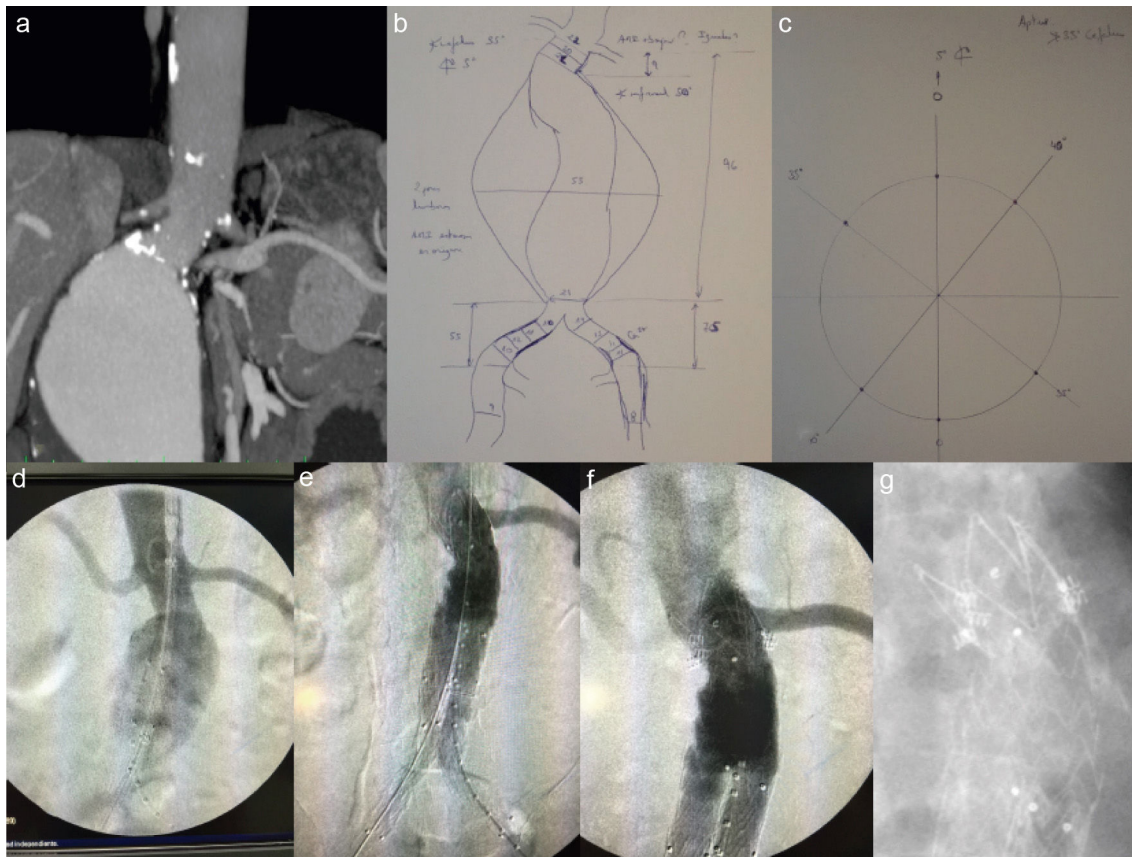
a) Angio-TC mostrando cuello angulado; b) planificación de endoprótesis; c) planificación de ángulos del arco para colocación de endograpas; d) arteriografía intraoperatoria; e) arteriografía tras EVAR bifurcado con relleno de saco desde zona proximal; f) colocación de endograpas en márgenes laterales derecho e izquierdo, y g) radiografía antes del alta con grapas visibles.
